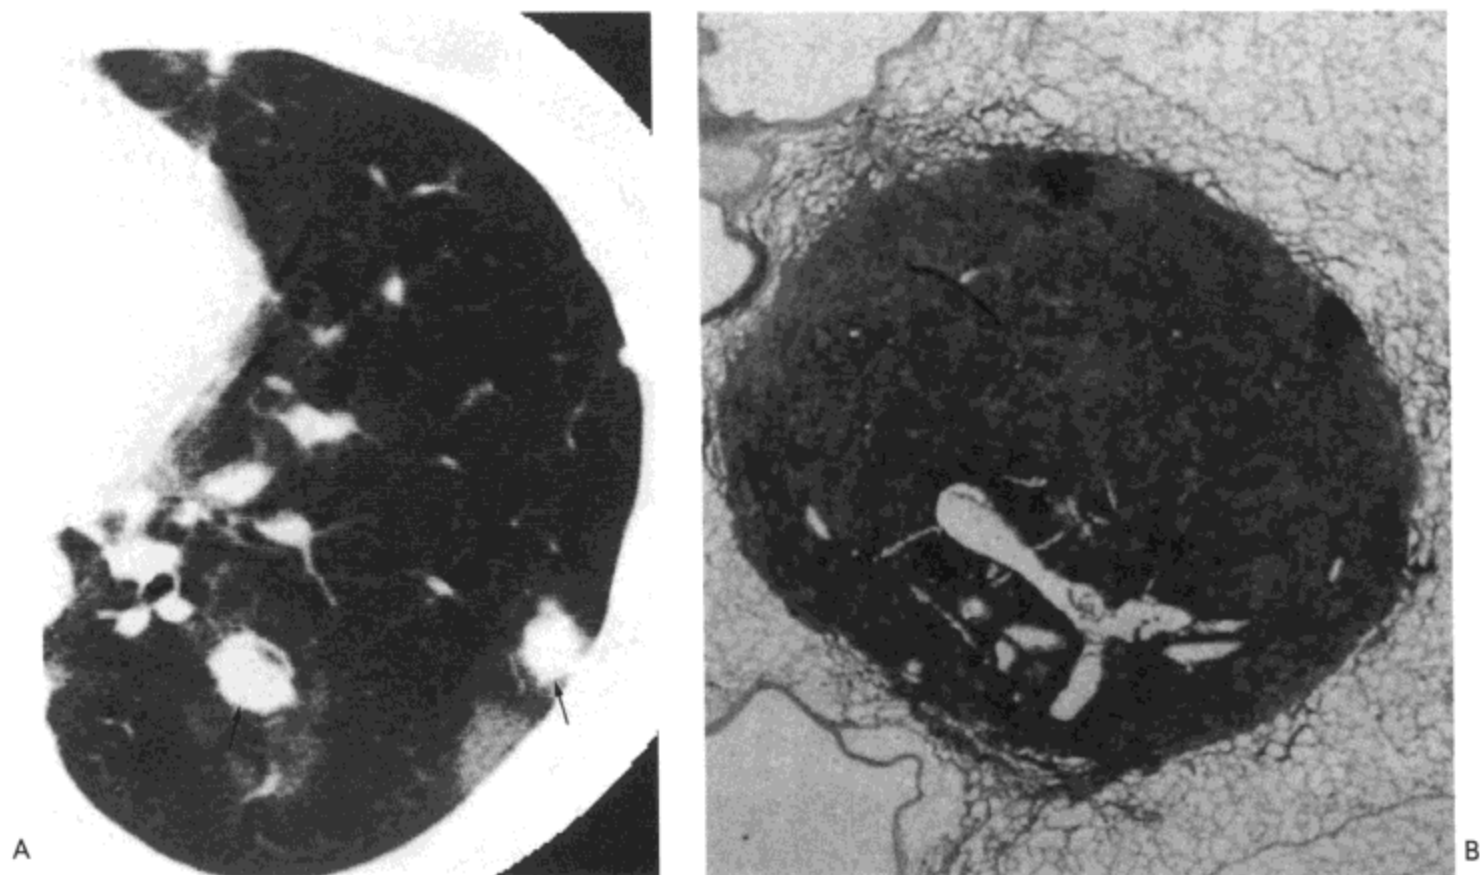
继发性肺淋巴瘤。A: 高分辨率CT影像示边缘清楚的结节(箭号), 周围磨砂玻璃样密度环绕(晕征)。B: 结节之一的光镜显微照片示结节包绕多个开放的细支气管。病人为一45岁男性。
